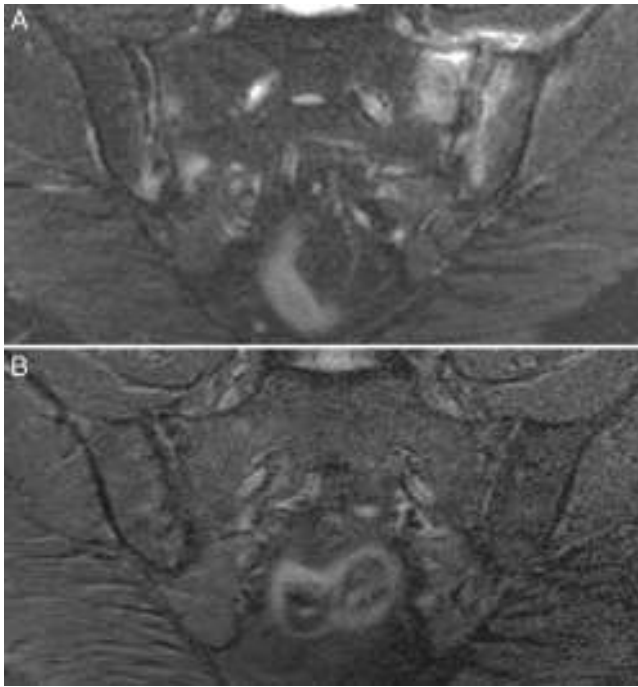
Caso 3. A) RM con afectación bilateral asimétrica con edema óseo en ambas articulaciones y capsulitis en la sacroiliaca izquierda, demostrativo de sacroiliitis activa. B) Resolución completa del edema óseo y de la capsulitis a los 17 meses de dieta sin gluten.
